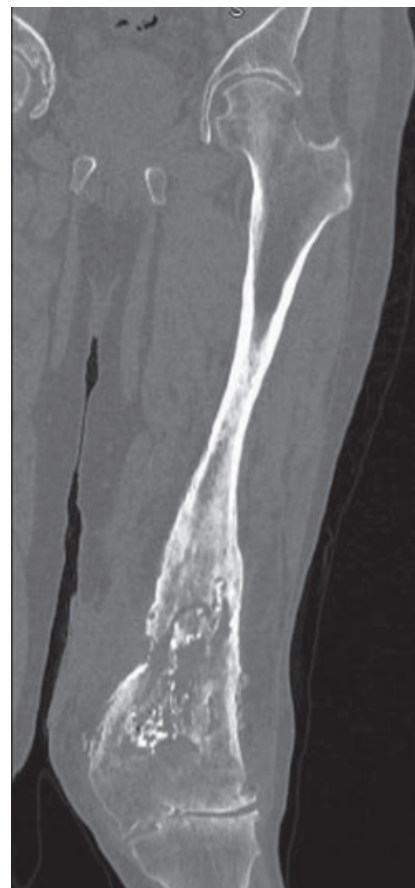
КТ снимок хронического остеомиелита бедренной кости
